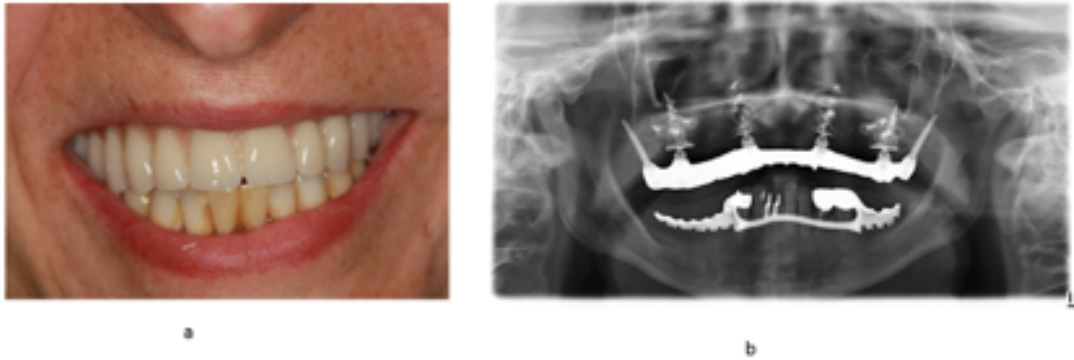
Radiographie panoramique du cas clinique après la fin du traitement
